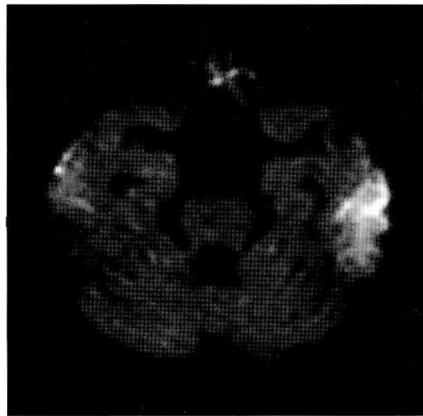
头颅 MRI 轴位 DWI 示左颞叶病灶在 DWI 上为高信号
